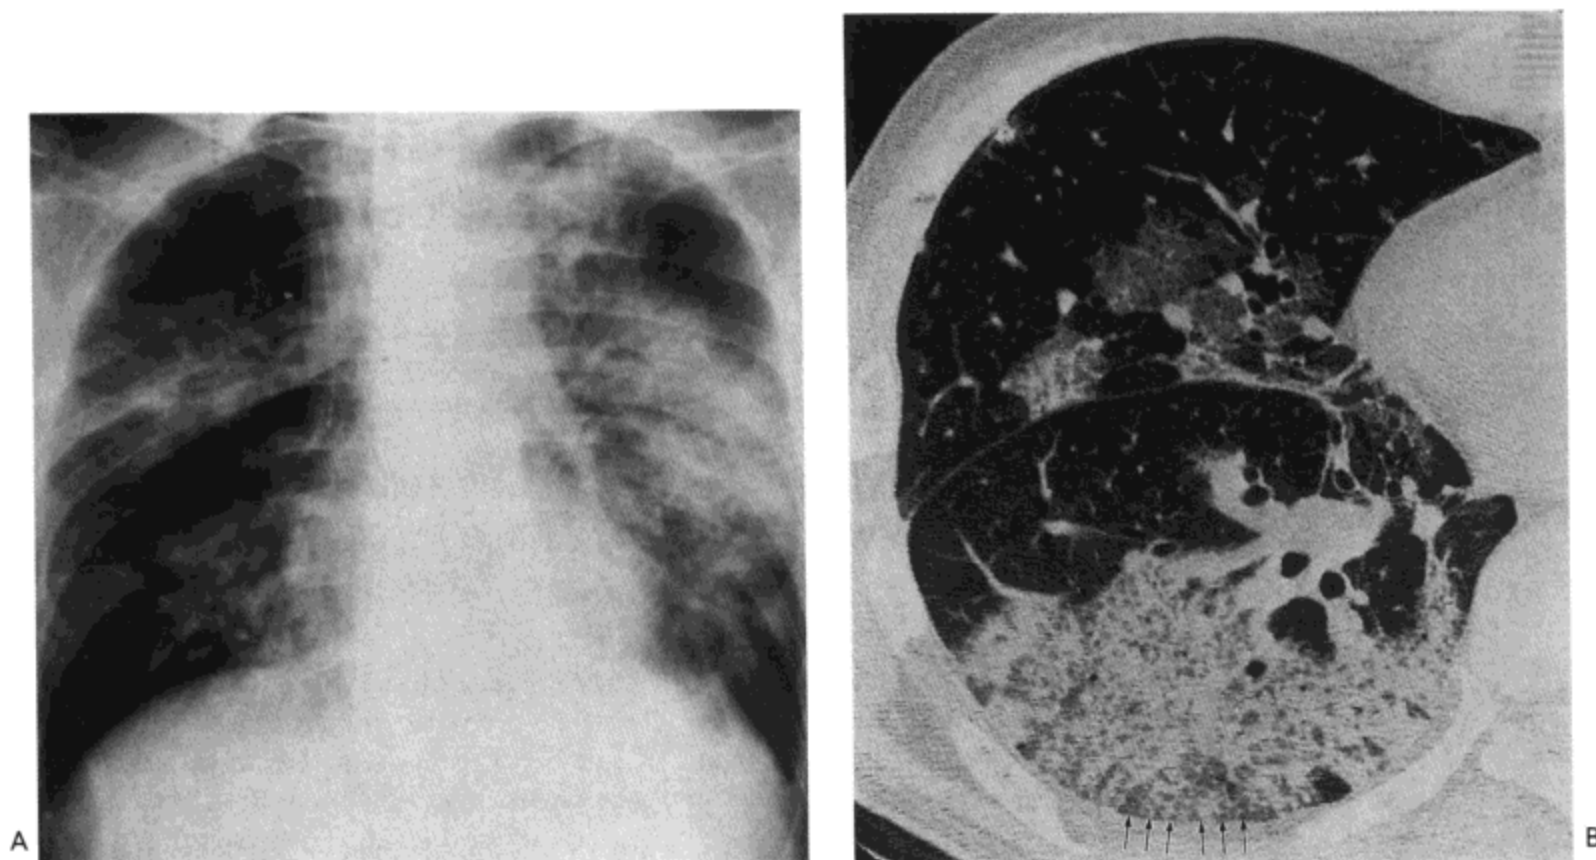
急性呼吸窘迫综合征。A：X 线胸片示广泛的肺实变与磨砂玻璃影。B：右肺高分辨率 CT 显示磨砂玻璃影与肺实变，主要位于背侧肺内。同时注意有网状影（箭号）重叠于磨砂玻璃影之上（“碎石路”征）。病人为一 44 岁的男性。
